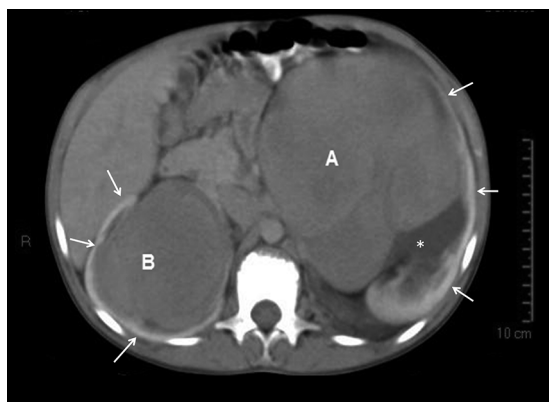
TC de abdomen con medio de contraste endovenoso muestra grandes masas intrarrenales bilaterales (A, B), de mayor tamaño y de crecimiento exofítico a izquierda y con marcado adelgazamiento del parénquima en ambos riñones (flechas). En el riñón izquierdo hay además hidronefrosis secundaria (asterisco).
